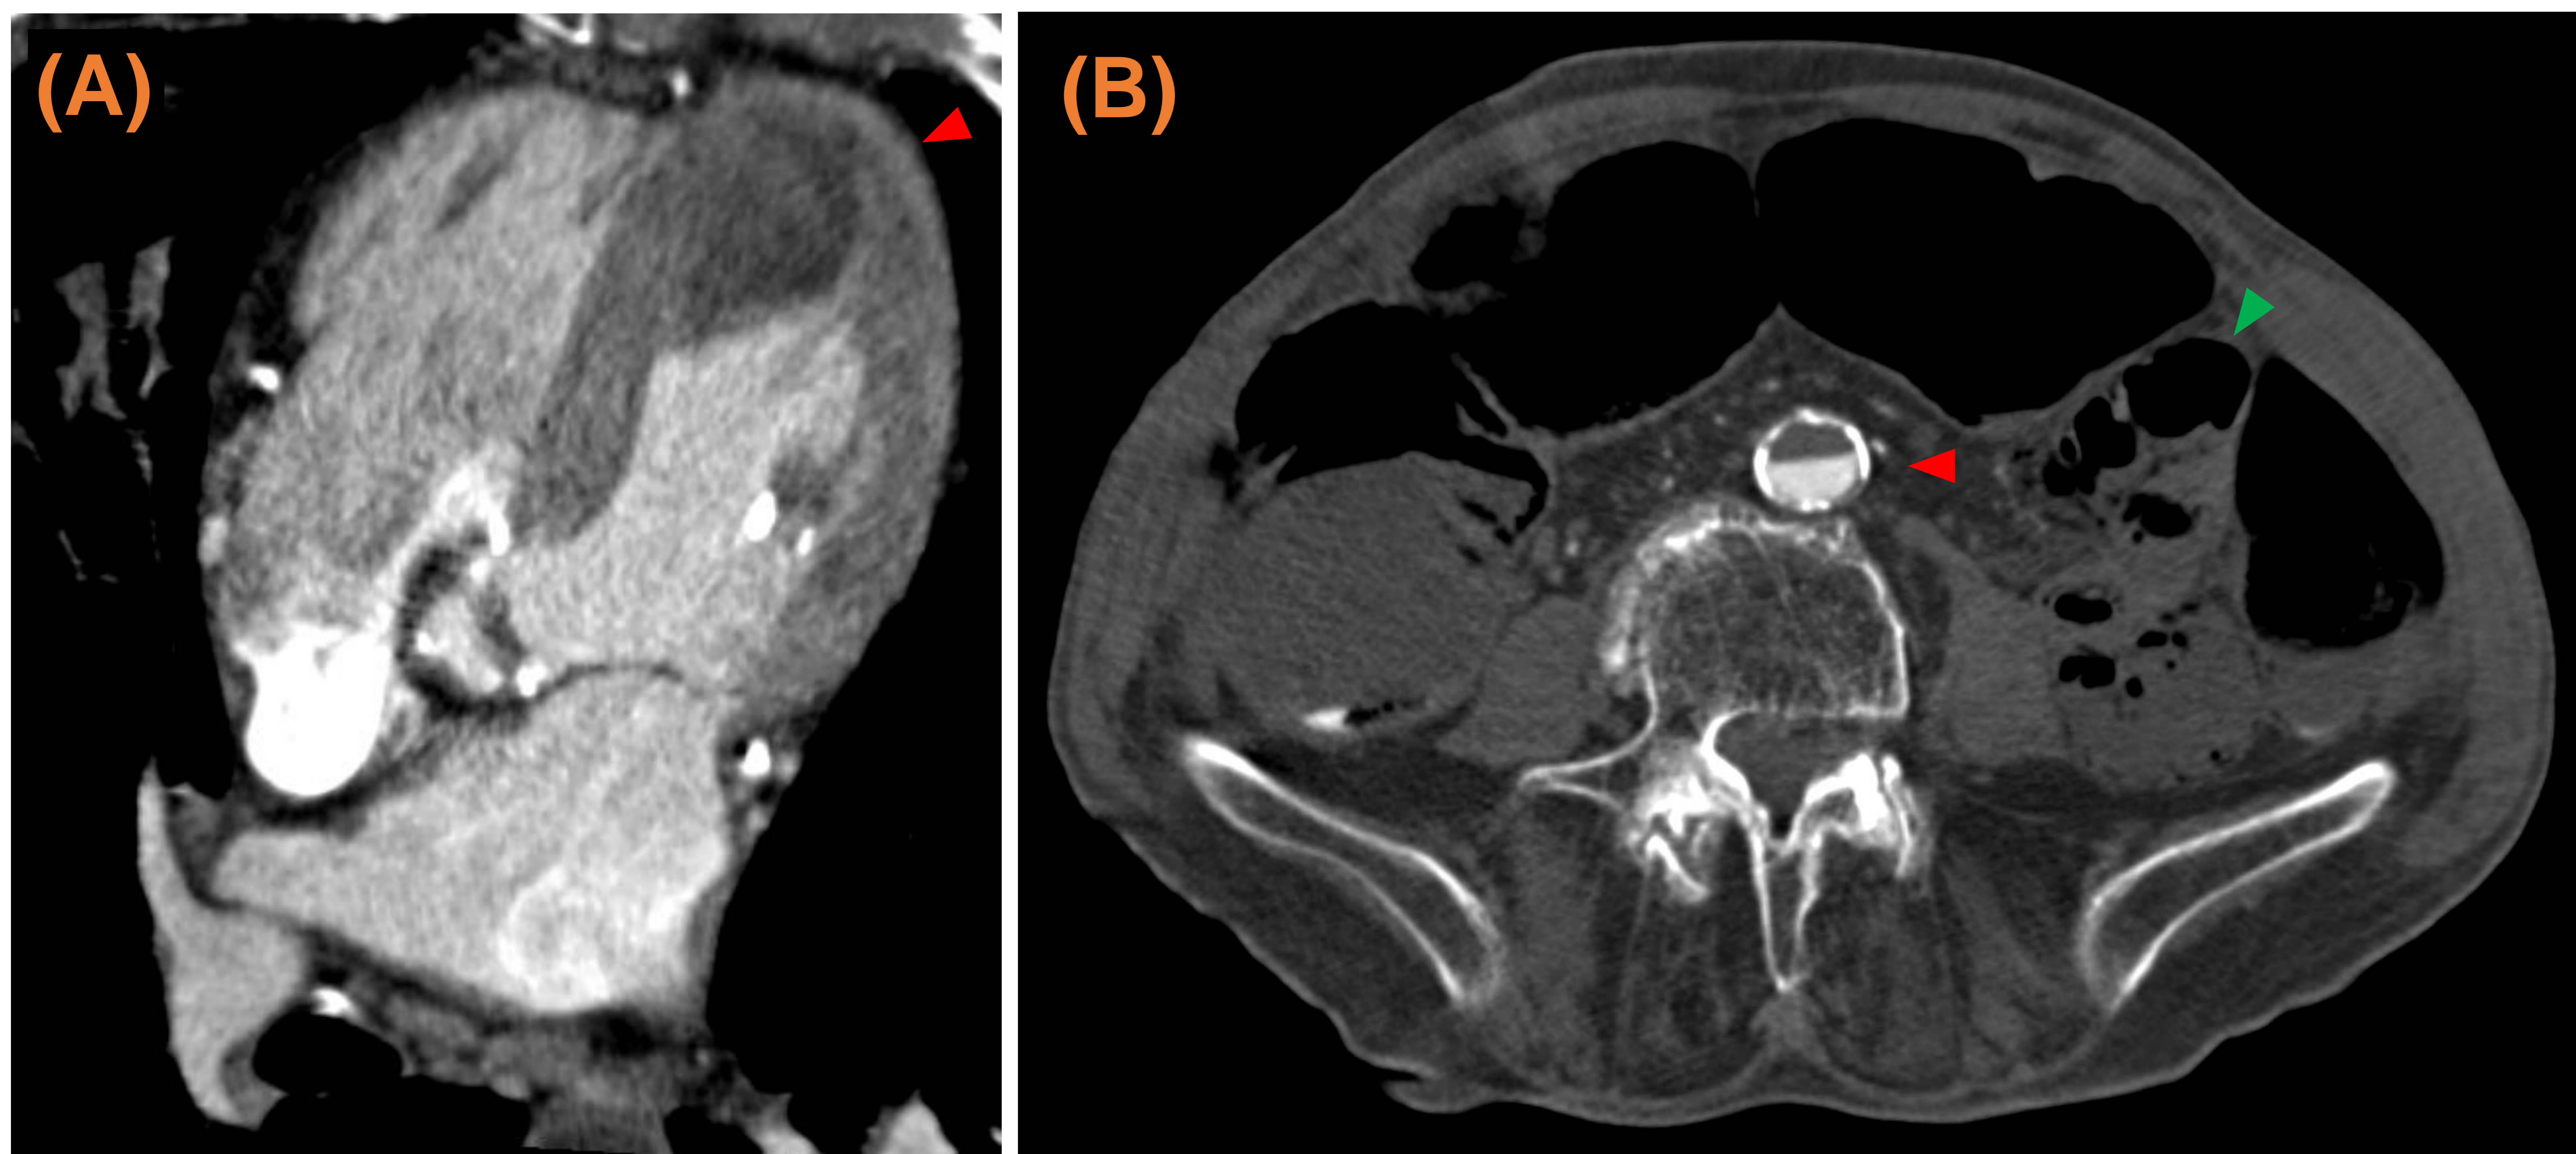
TC abdómino-pelvico con CIV adquirido a los 70". (A) Material hiperdenso correspondiente con el CIV formando nivel declive con respecto a la sangre en VI. (B) Hallazgos similares encontrados a nivel de la aorta abdominal (flechas rojas). A pesar de que el estudio se ha adquirido en tiempos de fase venosa, éste se encuentra en el sistema arterial. Observamos también una ausencia de realce de las asas intestinales y neumatosis intestinal, ambos más evidentes en asas de yeyuno en flanco izquierdo (flecha verde).
